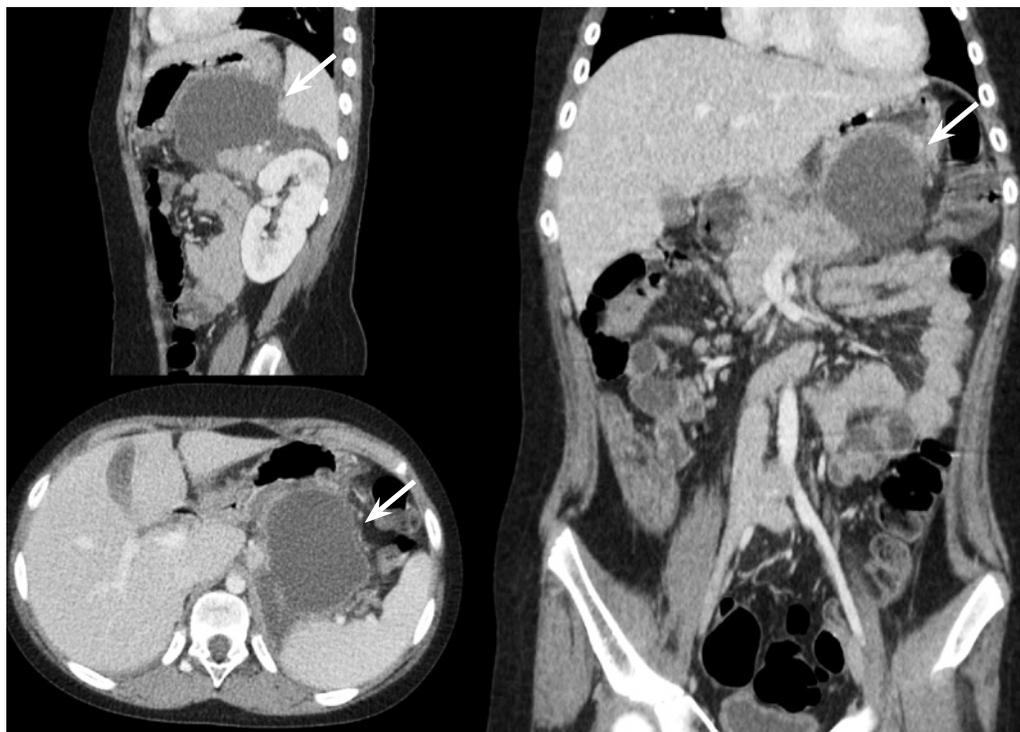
Мультиспиральная компьютерная томография. Венозная фаза органов брюшной полости. Стрелки указывают на жидкостное перипанкреатическое образование
